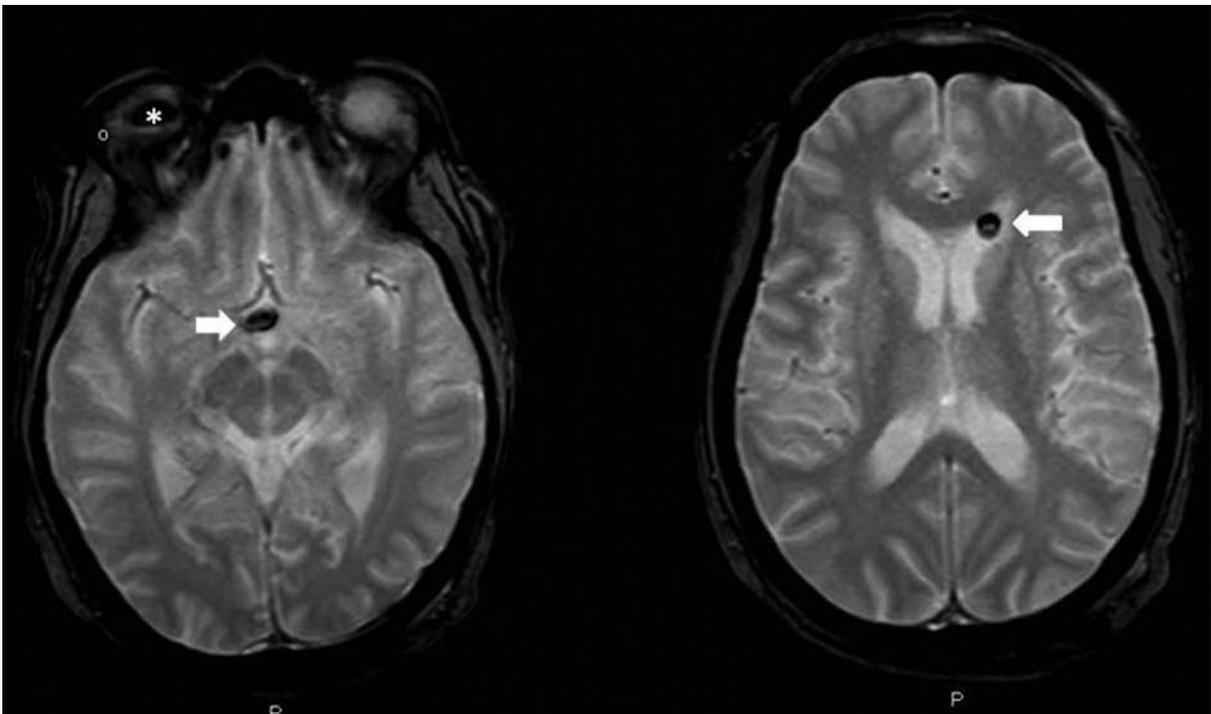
RM secuencia ponderada en T2 Eco de gradiente. Imágenes hipointensas de morfología redondeada en cisterna supraselar y asta frontal del ventrículo lateral izquierdo (flechas), así como material de igual intensidad de señal en el interior del globo ocular derecho (asterisco).
